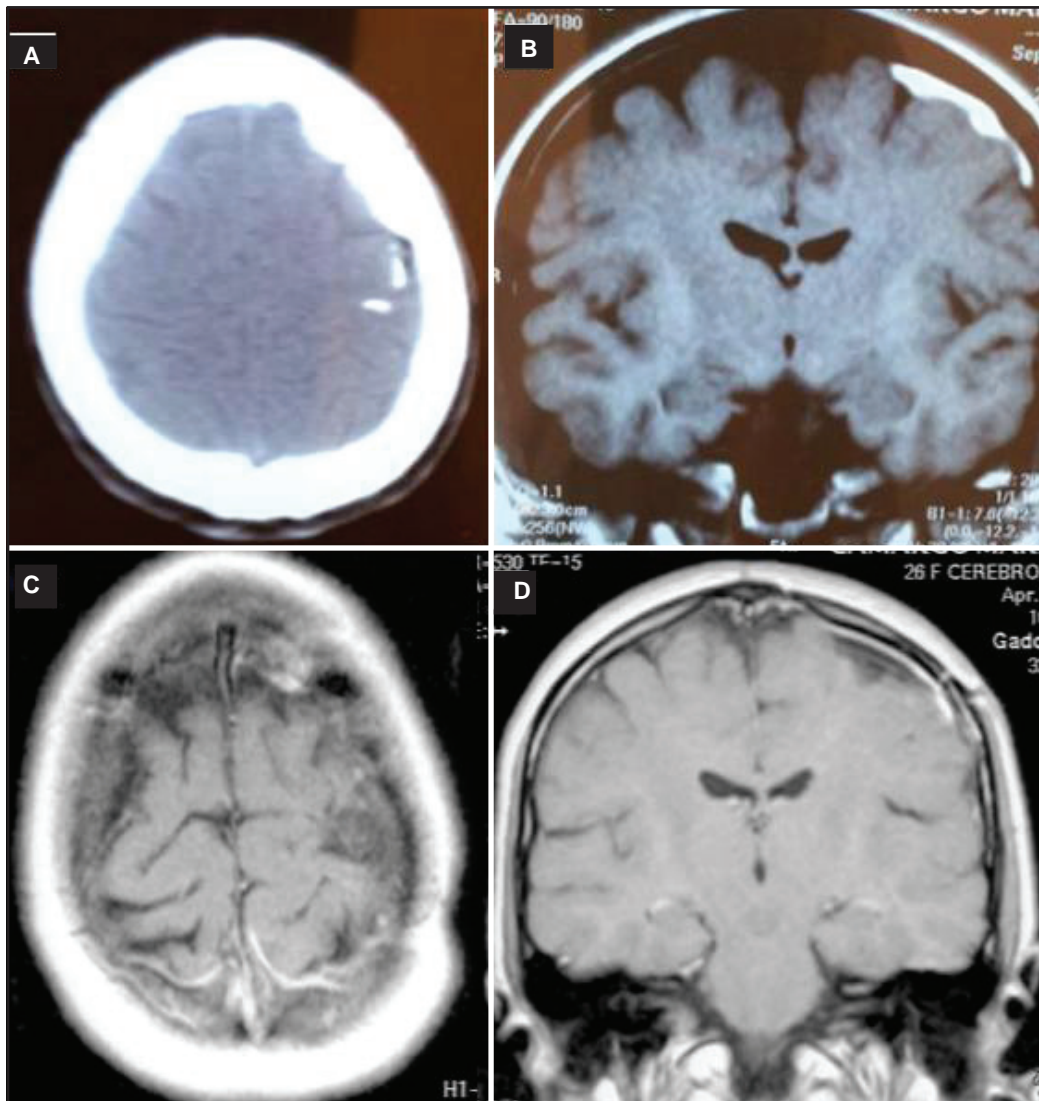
Lipoma intradural extracerebral parietal izquierdo. A) TAC prequirúrgica B) RNM prequirúrgica; C y D) RNM posquirúrgica
